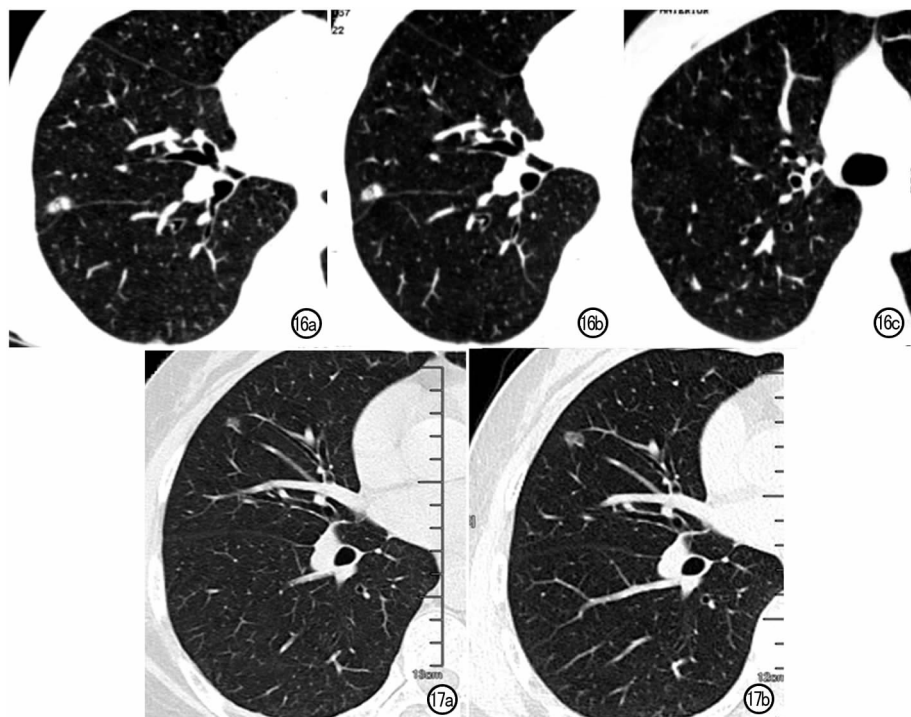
右肺中叶腺癌。a) 首次 CT 检查示右肺中叶斜裂上方大小为 $12.0\text{ mm} \times 6.0\text{ mm}$ 部分实性结节, 实性成分大小约 $9.0\text{ mm} \times 6.0\text{ mm}$, 伴局部胸膜凹陷, 归为 4C 级; b) 抗炎治疗 3 个月后复查示结节无改变, 另见右肺上叶 $4.0\text{ mm} \times 3.0\text{ mm}$ 三角形实性结节为纤维增殖灶。图 17 女, 59 岁, 原位腺癌。a) CT 示右肺中叶非实性结节, 大小 $5.8\text{ mm} \times 4.7\text{ mm}$, 归为 3 级; b) 2 年后复查示结节大小为 $9.0\text{ mm} \times 6.8\text{ mm}$, 倍增时间为 412 天, 归为 4B 级。
